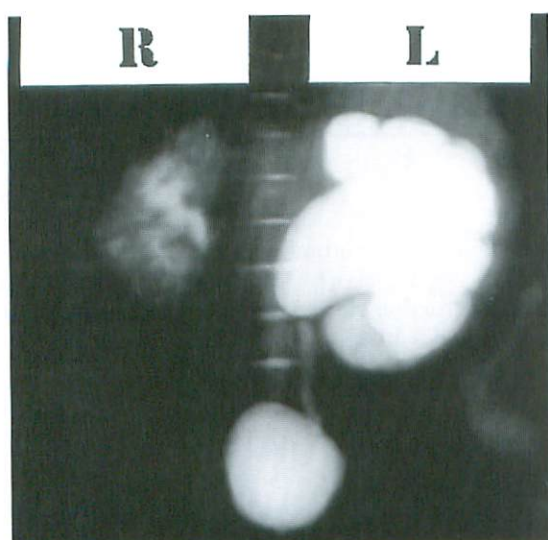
Coronal magnetic resonance urography (MRU) in a 3-month-old boy with left congenital hydronephrosis showing severe dilatation of renal pelvis and renal calyces on left side.
